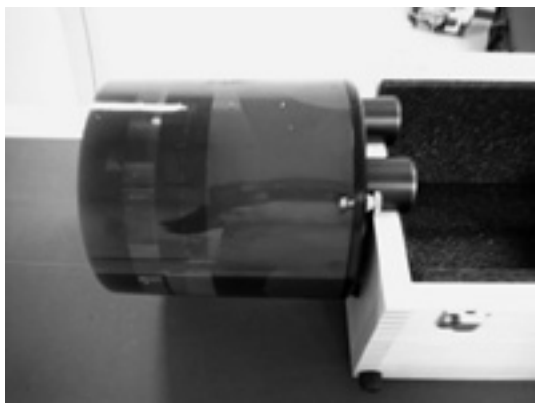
CBCT の画質 QA ツール (Catphan)
